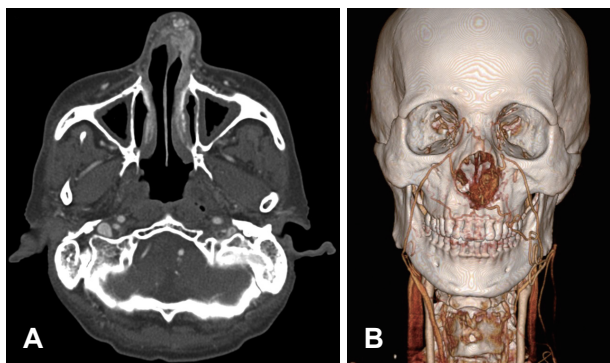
Preoperative CT angiography images. Axial imaging of CT angiography (A). 1.5 cm sized well-enhancing soft tissue mass in left nasal tip alar area, engorged vascular structure are shown around mass. Three-dimensional reconstruction image showed feeding vessels from both facial artery (B).
